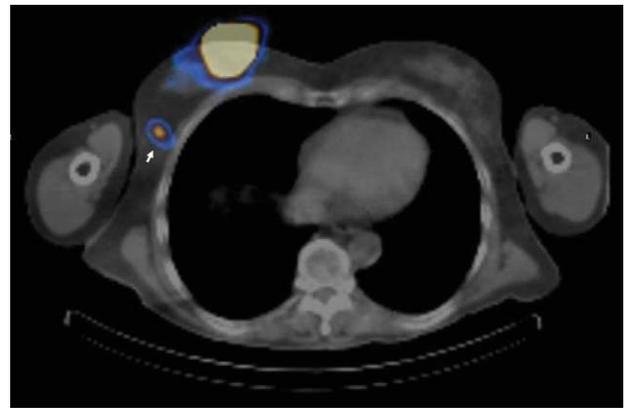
Imagen axial de SPECT/TAC, en la que se localiza de forma precisa el ganglio intramamario en cola de la mama (flecha blanca).
